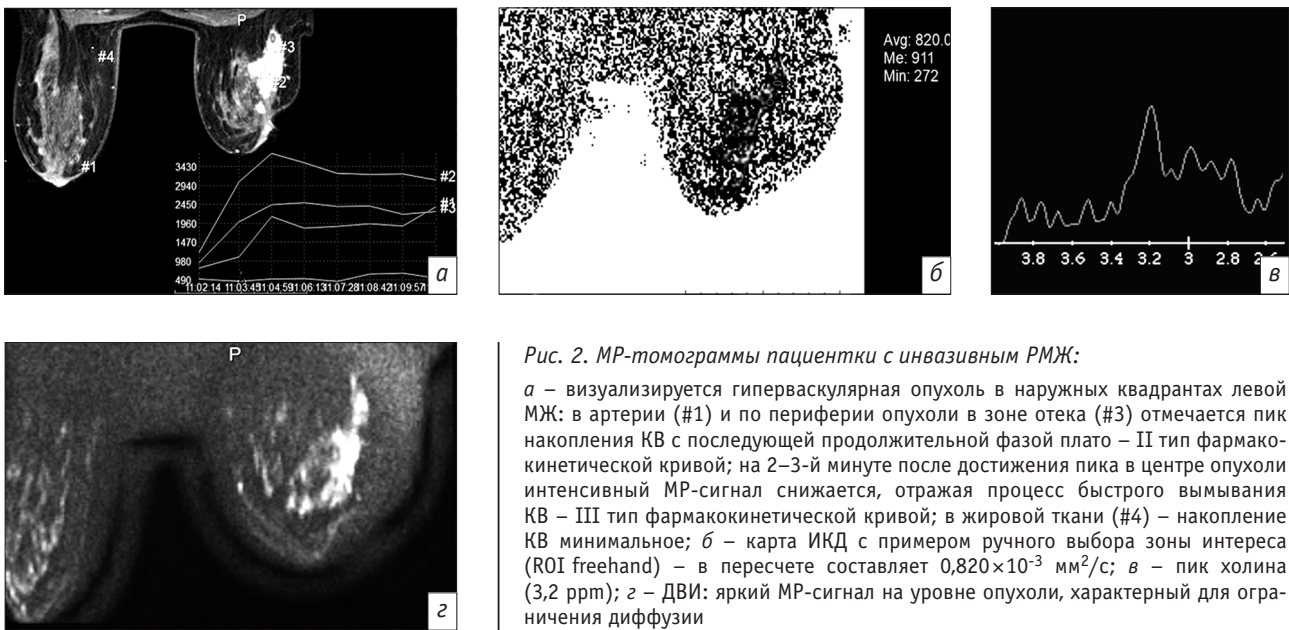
МР-томограммы пациентки с инвазивным РМЖ:
